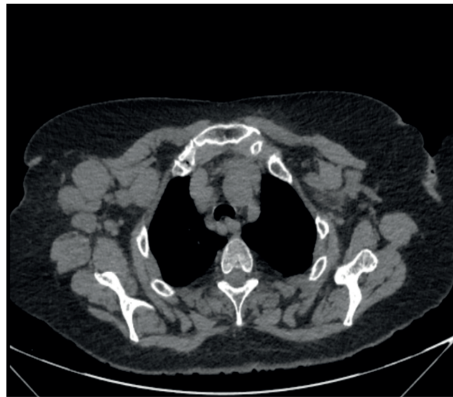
Tomografia computadorizada de tórax (12/08/22) evidenciando nódulo com atenuação de partes moles no lobo superior esquerdo medindo 0,7 cm, adjacente à cisura oblíqua, linfonodos globosos e aumentados de volume em todas as cadeias mediastinais, bem como axilares, supraclaviculares e no abdome superior, focos de enfisema subcutâneo na região supraclavicular direita, coração com dimensões aumentadas, derrame pleural laminar à direita e esplenomegalia.
